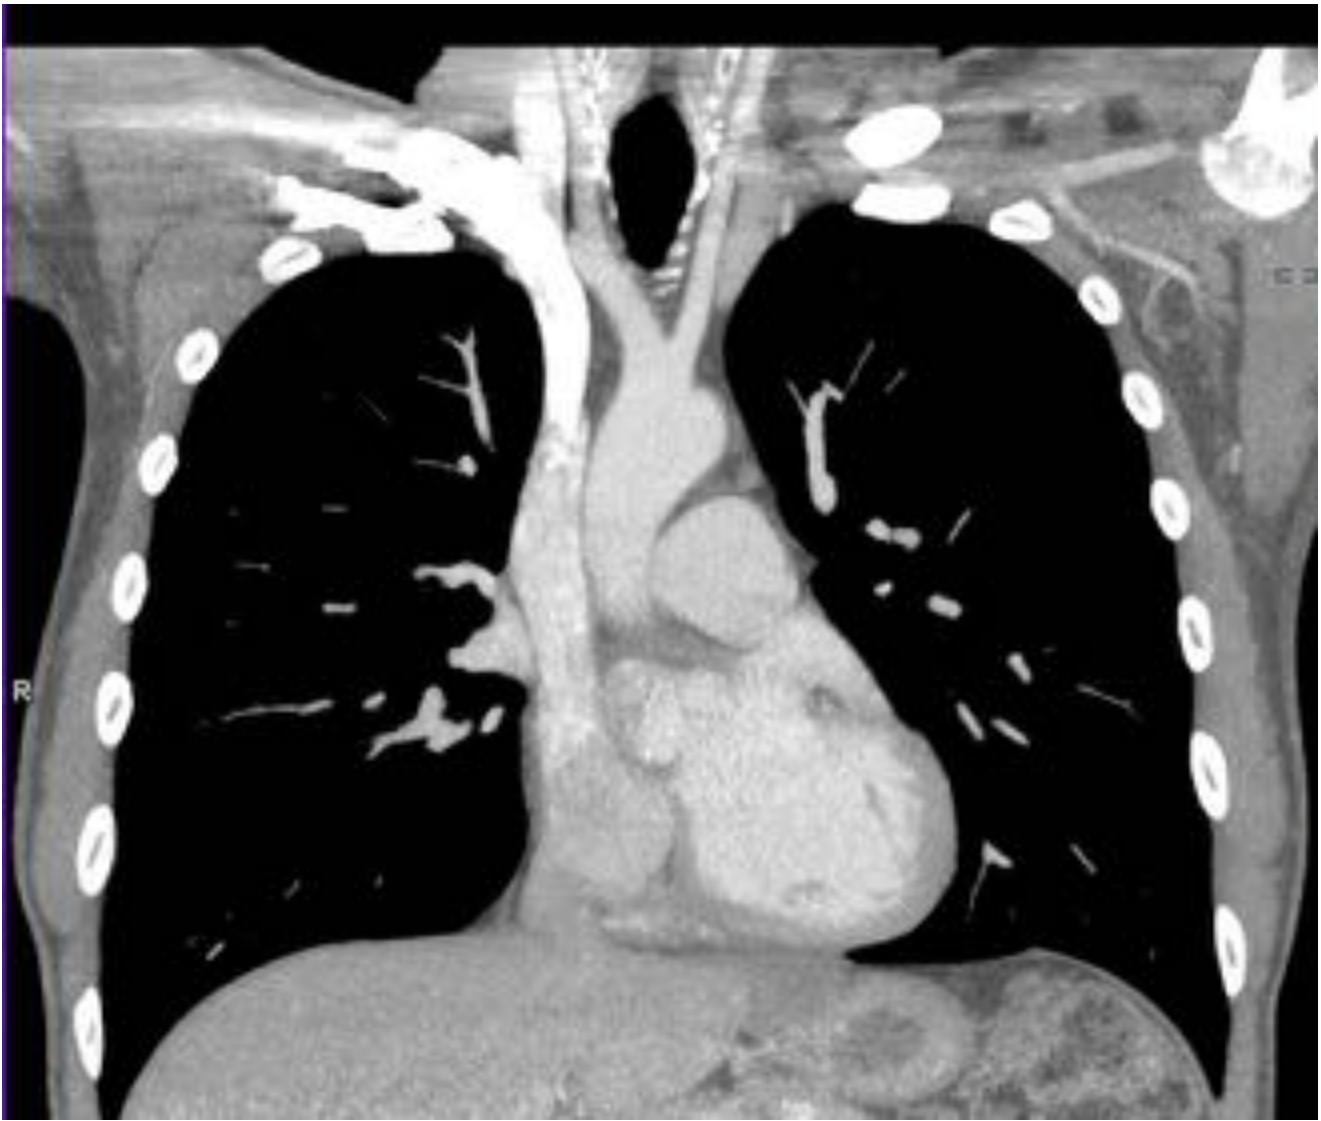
Fig3. Reconstrucción coronal de TC torácico con contraste intravenoso muestra un tronco bovino
